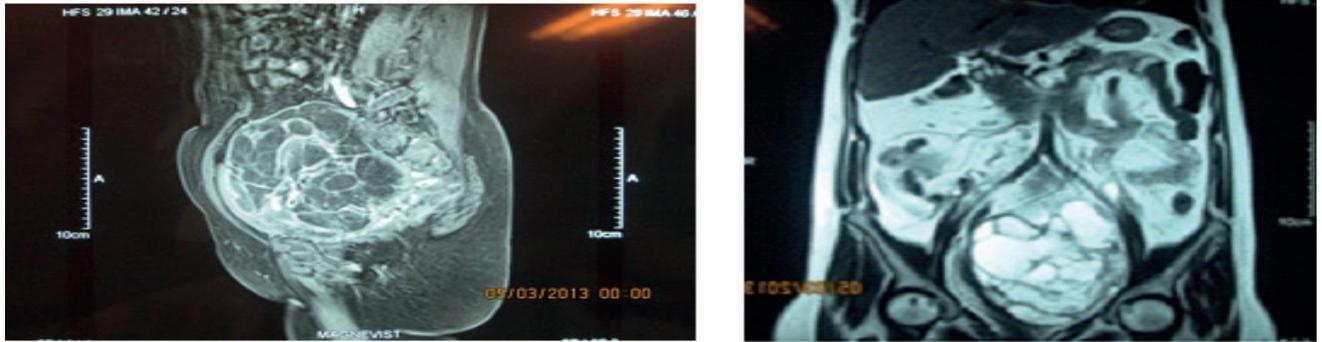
Resonancia magnetica (proyeccion sagital y coronal): masa pélvica compleja predominantemente quística de aparente origen ovarico.
